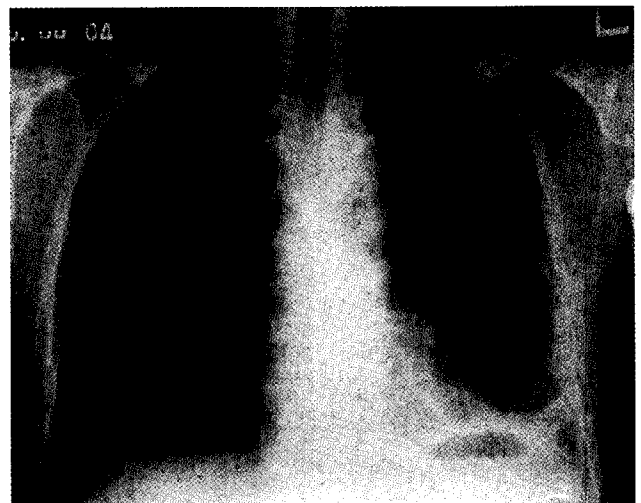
(b). Postoperative follow-up chest x-ray
